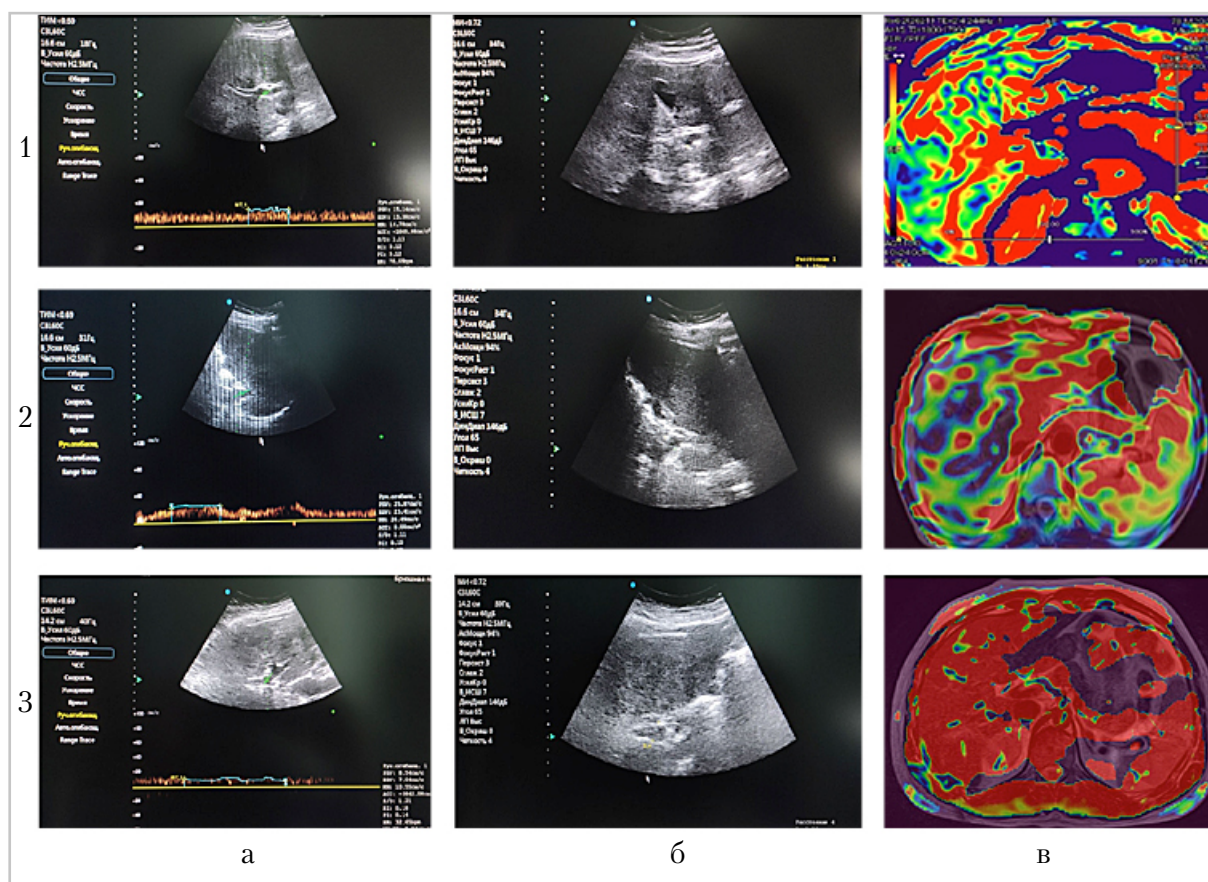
Ультразвуковые сканы с оценкой скоростных показателей кровотока в воротной вене (столбец а) и диаметра воротной вены (столбец б) и МР-томограммы с цветной перфузионной картой (столбец в) пациентов с ДЗП. Пациент с алкогольной болезнью печени с исходом в цирроз (строка 1): нормокинетический тип кровотока по данным УЗИ (PSV в воротной вене = 15,14 см/с, диаметр v. portae = 1,25 см), нормоперфузия по данным ASL (зеленый/синий тип окрашивания с единичными включениями красного). Пациент с вирусным гепатитом С с исходом в цирроз печени (строка 2): гиперкинетический тип кровотока по данным УЗИ (PSV в воротной вене = 25,87 см/с, диаметр v. portae = 1,43 см), гипоперфузия по данным ASL (преимущественно синий тип окрашивания). Пациент с циррозом смешанной этиологии (строка 3): гипокинетический тип кровотока по данным УЗИ (PSV в воротной вене = 8,54 см/с, диаметр v. portae = 1,5 см), гиперперфузия по данным ASL (преимущественно красный тип окрашивания)
